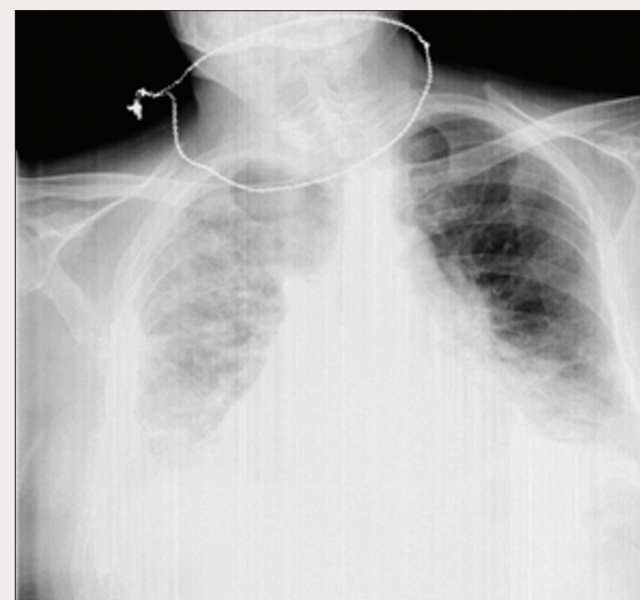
Рентгенограма пацієнта К. на момент госпіталізації (8.11.2011)
